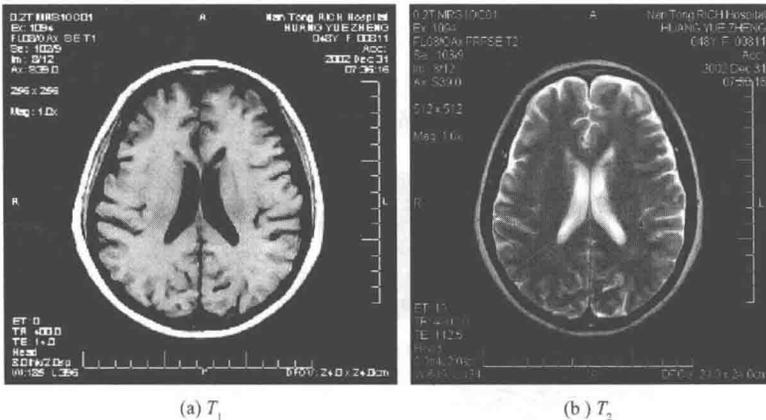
MRI ( $T_1$ ,  $T_2$  图像对比)
